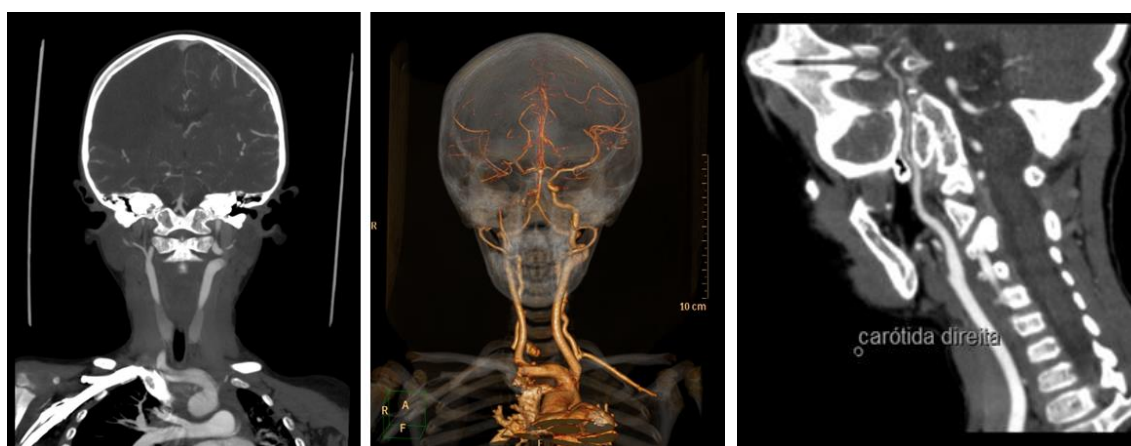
Angio-RM da doente (primeiras duas imagens) RM-CE da doente (última imagem)
